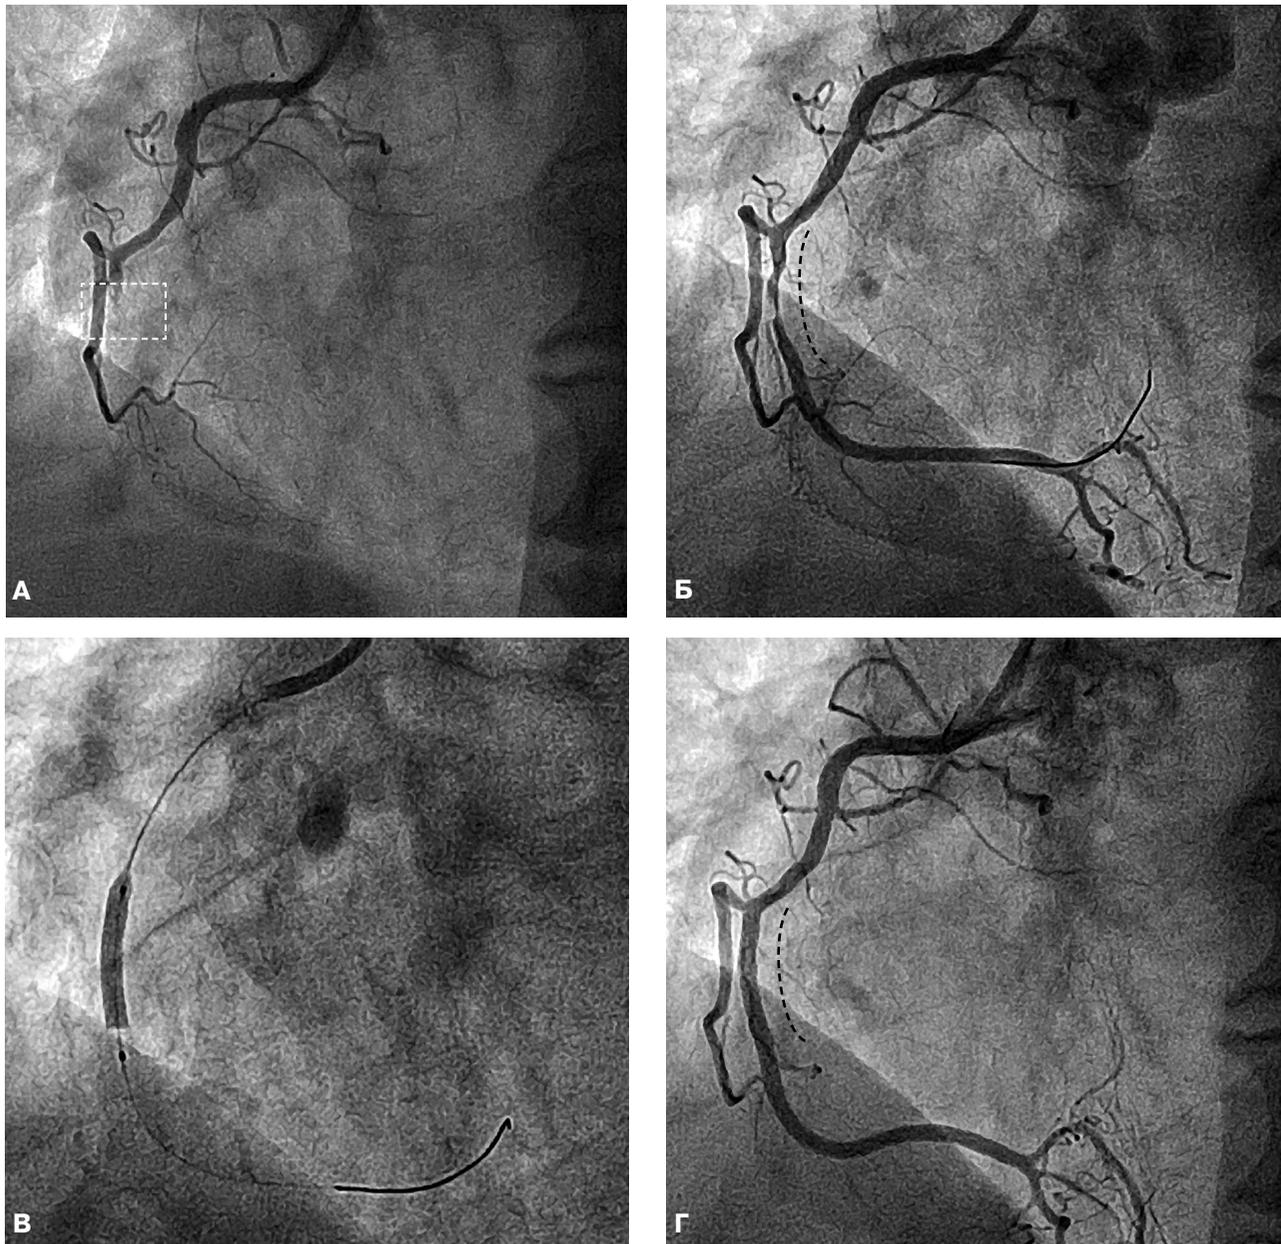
Коронарограммы пациента Б. в период проведения экстренной коронарографии и первичного коронарного стентирования. А – тромботическая окклюзия в среднем сегменте правой ВА (ПВА) до начала реперфузионных процедур, кровоток TIMI 0, TMP (Blush) 0 (место окклюзии выделено пунктиром); Б – состояние ПВА после проведения баллонной ангиопластики, предилатация (место ранее определяемой тромботической окклюзии выделено пунктиром), определяется выраженный остаточный стеноз с пристеночными тромботическими массами; В – момент имплантации стента в зоне тромботической окклюзии инфарктоусловившей артерии; Г – контрольная коронарограмма пациента после восстановления коронарного кровотока по инфарктоусловившей артерии, кровоток TIMI 3, TMP (Blush) 3 (место установленного стента выделено пунктиром).
